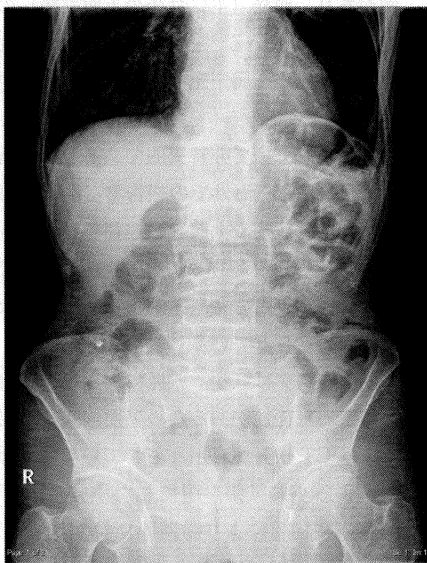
Abdominal X-ray film showed a small volume of intestinal gas in the left upper abdomen.
